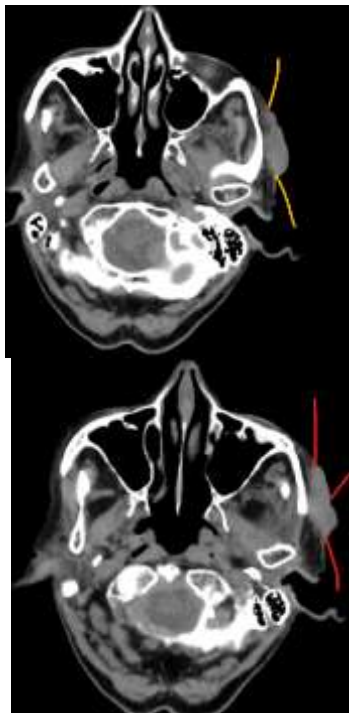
Examen CT cap, gât cu substanță de contrast - Formațiune tumorală cu aspectul unui conglomerat nodular proiectată în plan cutanat la nivelul regiunii temporale și perizigomatic stânga, pe o lungime de aproximativ 4,5cm cu grosime de 1,1cm. Formațiunea cutanată este solidă, iodofilă, neomogenă, cu structuri parafluide de tip necrotic care infiltrează în profunzime grăsimea, având un raport cu mușchiul maseter pe o distanță de 0,8cm. Glanda parotidă stângă este indemă lezional și conține un limfonodul de 0,8cm. Bloc adenopatic submandibular drept pe o lungime de 6cm cu adâncime maximă de 3,3cm, bloc format din trei adenopatii necrozate, fără efracție capsulară, cu dimensiuni de 2,7cm, 1,4cm și 1cm, măsurate în axul scurt, amprentează glanda submandibulară fără invazia acesteia. Adenopatie necrozată, fără efracție capsulară latero-cervicală dreaptă în dreptul corpului vertebral C5 anterior de vena jugulară comună, cu diametru maxim în axul scurt de 1,1cm și o altă de partea stângă în același plan de 0,8cm. Modificări de structură osoasă la nivelul osului zigomatic și solzului temporalului de partea stângă.
